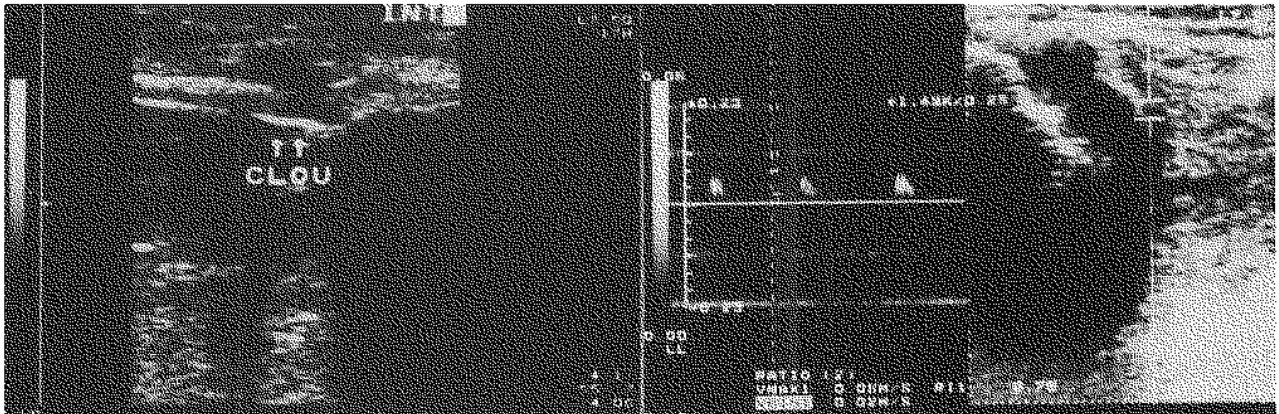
Image échographique de la fracture et de l'implant (à gauche) et écho-Doppler de la vascularisation du site fracturaire (à droite). Septième jour.
